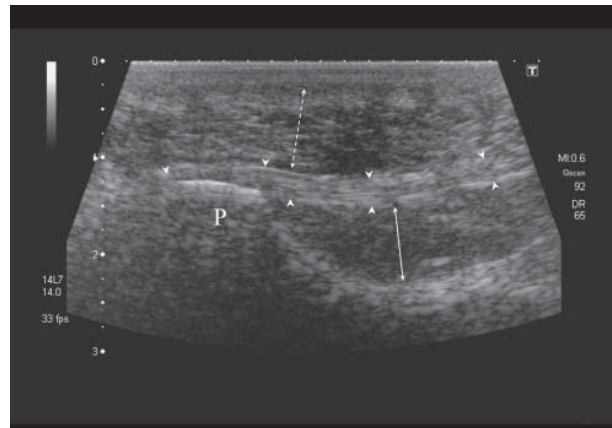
Ultrasound of a normal plantar aponeurosis – the structure is not tensed and is slightly concave in dorsal direction in the foot. The sonographic images are upside-down to radiograms and MRIs. Heel is on the right (P). Arrowheads point at plantar (upper) and dorsal (lower) outlines of the aponeurosis. Dotted double-headed arrow – plantar fat pad; double-headed arrow – space between the outline of calcaneus (lower arrowhead) and dorsal surface of aponeurosis (upper head), filled at this level by flexor digitorum brevis muscle
